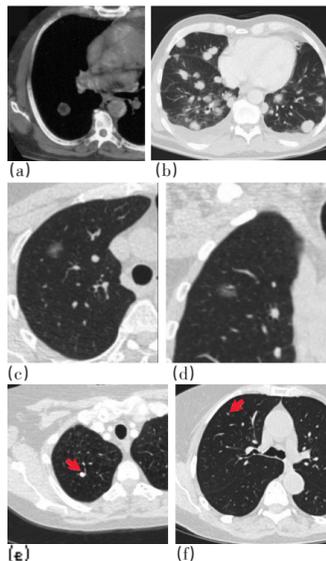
胸部CT图像举例 (a,b来自http://emedicine.medscape.com/article/356271-overview; c,d来自http://www.auntminnie.com/index.aspx?sec=ser&sub=def&pag=dis&ItemID=78361; e,f来自http://www.mghradrounds.org/index.php?src=gendocs&ref=2014_june)
